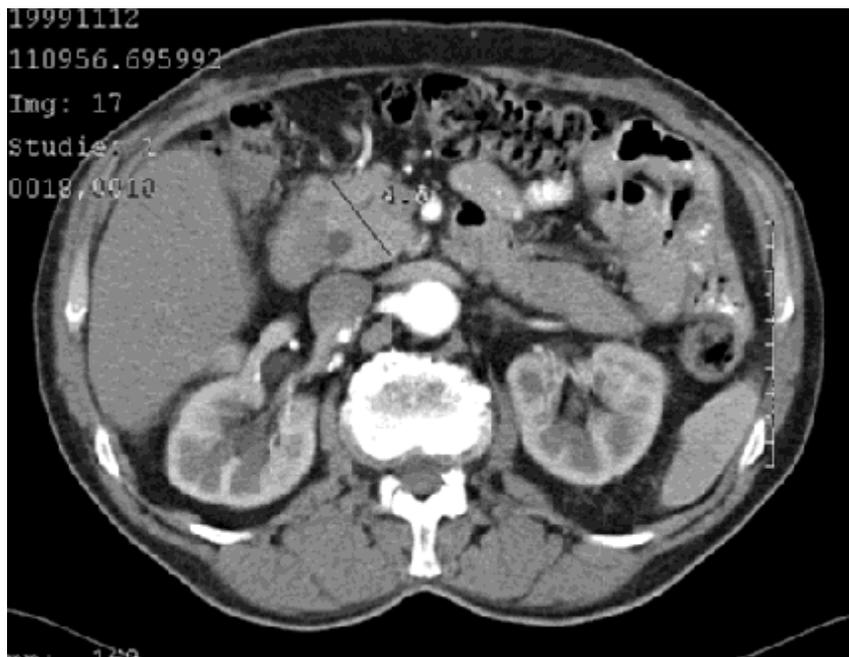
Computertomographie des Abdomens
